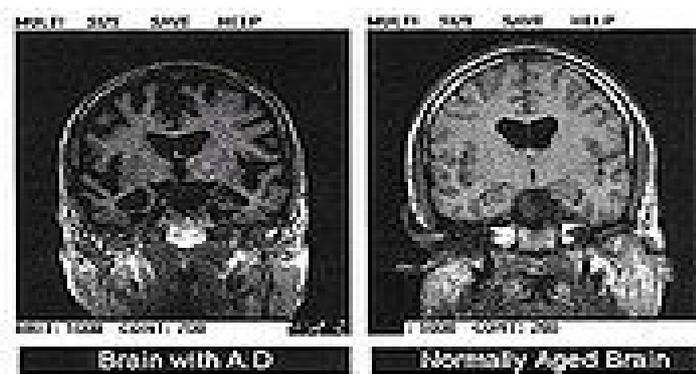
MRT-Aufnahme eines Alzheimer Patienten (links) im Vergleich zu einem gleichaltrigen Gesunden. Deutlich zu erkennen ist die Minderung des Hirnvolumens und die Erweiterung der Liquorräume, N.M. Short, 2006
